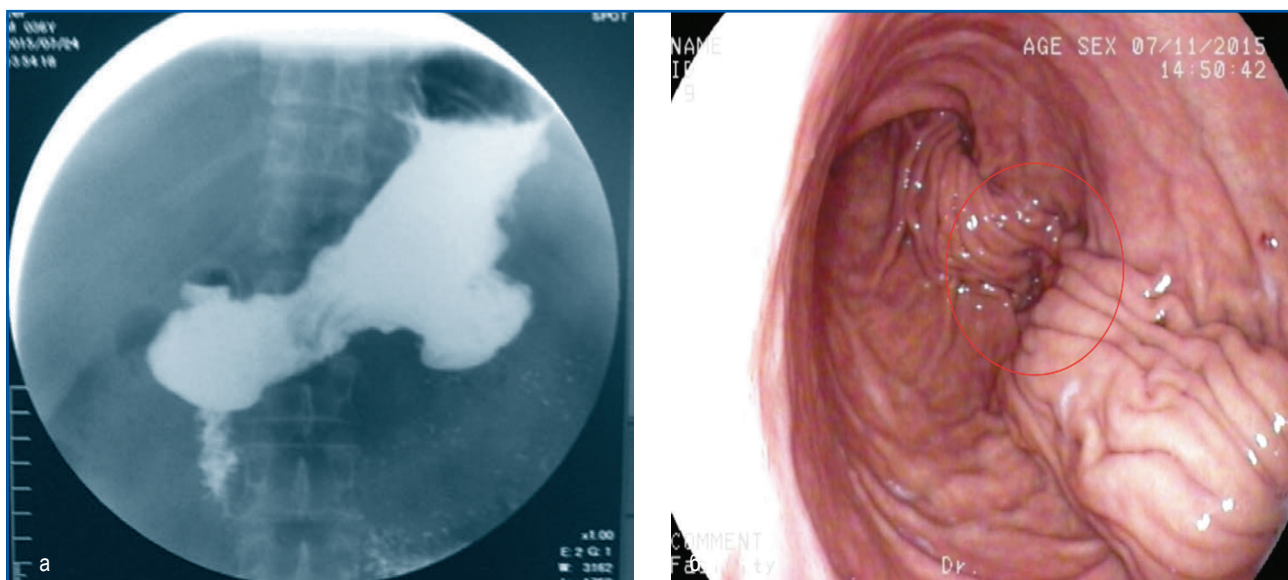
а — рентгенограмма; б — фото псеводивертикула желудка после гастропликации (фиброгастроскопия)
